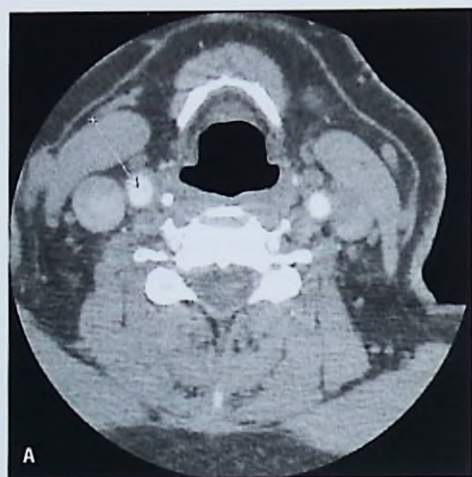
Disección de arteria carótida interna (ACI) derecha, asociada a trombo mural: angio-TC de vasos de cuello. A. Imagen axial a nivel del bulbo carotídeo: se evidencia un colgajo (*flap*) intimal (flecha blanca). B. Reconstrucción sagital oblicua: se evidencia el colgajo o *flap* intimal, que se origina en el bulbo y se extiende hacia distal. En tercio medio, se evidencia que la luz carotídea se encuentra ocluida (véase también Láminas en color). C. Reconstrucción volumétrica en modelo 3D: imagen lineal hipodensa (flechas blancas), en bulbo y tercio proximal de ACI. Hacia distal, el vaso se encuentra ocluido.
